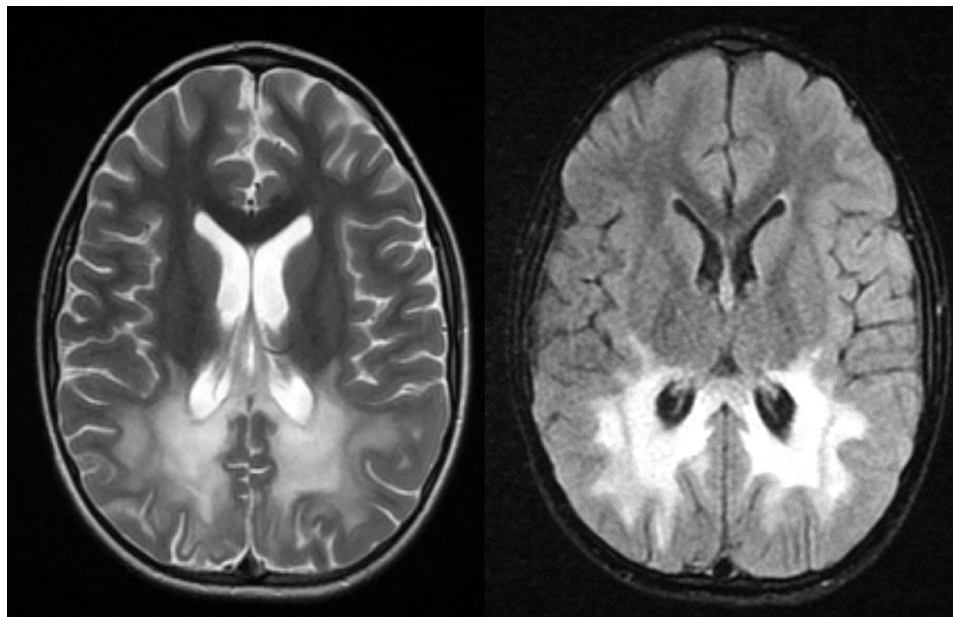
Paciente PW. Adrenoleucodistrofia, Resonancia Magnética de Cerebro en secuencia ponderada T2 y FLAIR se aprecia hiperintensidades parieto-occipitales (corte axial).
